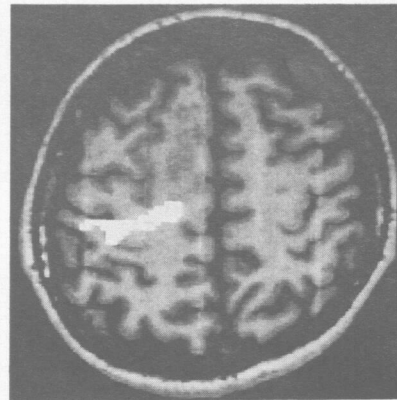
Integriertes PET/MRT-Bild mit Aktivierungsbereich in der Tiefe des Sulcus centralis rechts bei repetitiven Zeigefingerbewegungen links bei einem 30jährigen Rechtshänder mit einem im MRT-Bild unscharf abgrenzbaren rechts hochfrontomesialen Astrozytom.
